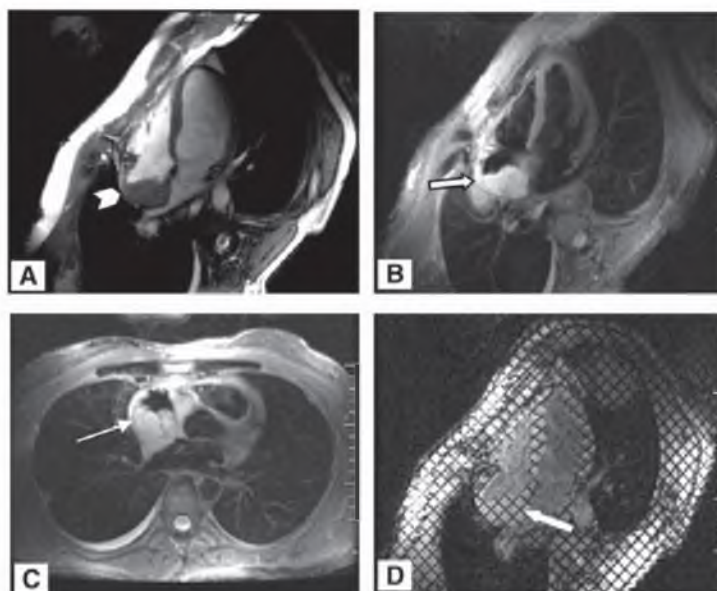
73-летнему мужчине, который несколько месяцев жаловался на прогрессирующий дискомфорт в грудной клетке, поставили диагноз мелкоклеточной карциномы и выполнили ее резекцию. Он обратился в клинику через 8 месяцев для повторного осмотра. На КТ изображении выявили образование, находящееся возле сердца, но не смогли определить наличие или отсутствие инвазии. (А) Демонстрирует большое овальное образование спереди (большая стрелка). Видно четкое нарушение целостности перикарда (маленькие стрелки А–В). (С) Изображение SSFP продемонстрировало потерю границы между образованием и перикардом и выявило пенетрацию через перикард. (D) Позднее усиление образования и стирание эпикарда левого желудочка. На МРТ изображениях продемонстрирована потеря целостности перикарда и нарушение границы эпикарда. На других изображениях (не показаны) четко видна инвазия в эпикард, включая тегированные изображения, продемонстрировавшие асинхронное движение опухоли с нарушением волокон эпикарда, что подтверждало отсутствие разделяющей хирургической плоскости. Сделан вывод, что пациенту не показано хирургическое вмешательство вследствие инвазии, сложности операции и риска хирургической резекции.
